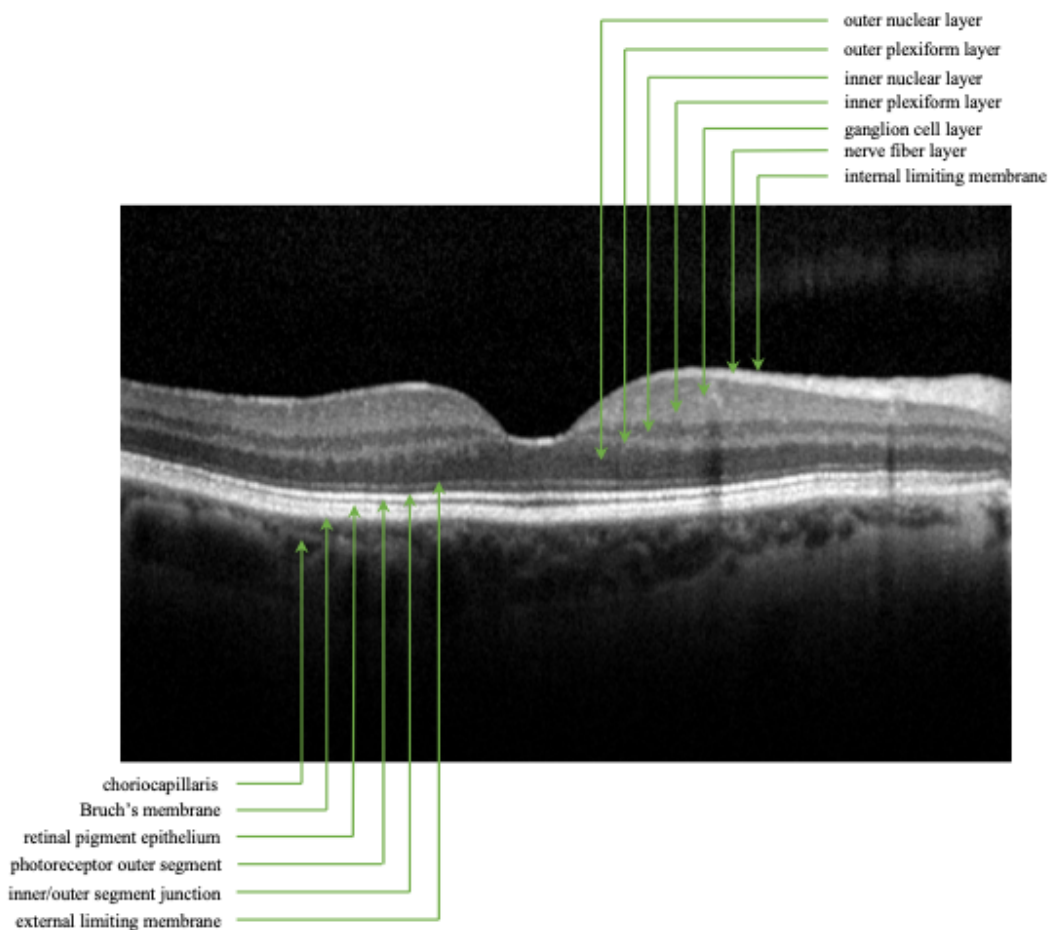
Netzhautschichten, wie sie in der optischen Kohärenztomographie der Makula zu sehen sind (Quelle: eigene Darstellung)
